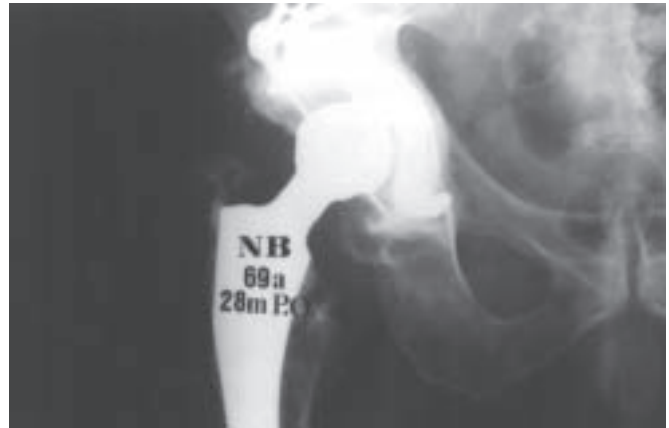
Paciente masculino, 69 anos. Radiografia com 28 meses de pós-operatório de 3ª revisão de PTQ à direita com reforço acetabular do tipo Archimède e enxerto ósseo.
